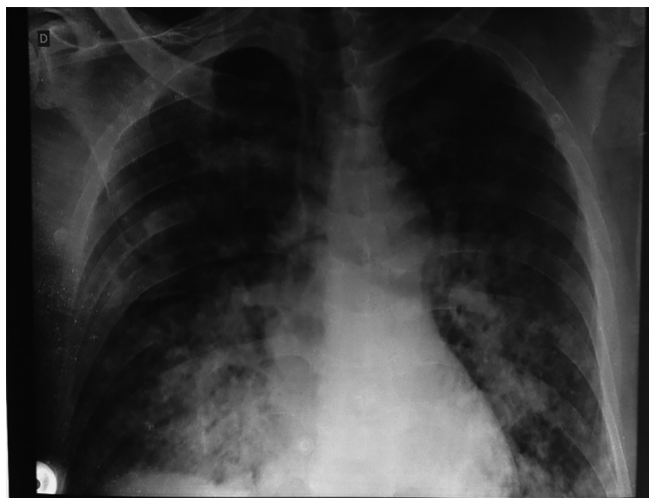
Radiografia de tórax inicial.
